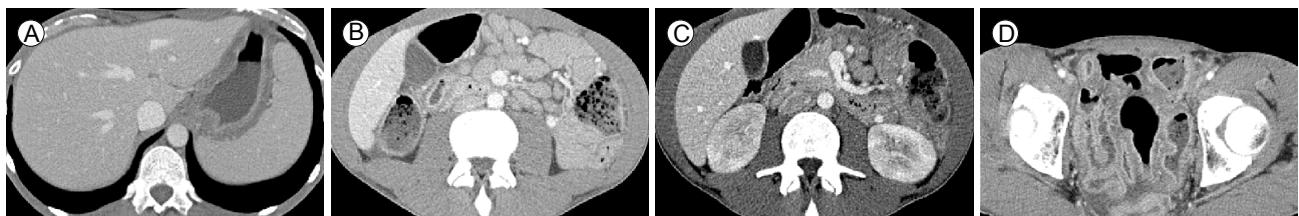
Abdominal computed tomography showed hepatosplenomegaly and diffuse edematous wall thickening of the stomach (A), and multiple mesenteric lymph node enlargement (B). There were multifocal wedge-shaped low attenuation lesions in both renal parenchymas (C). Suspicious mild wall thickening of the jejunum was also seen (D).
